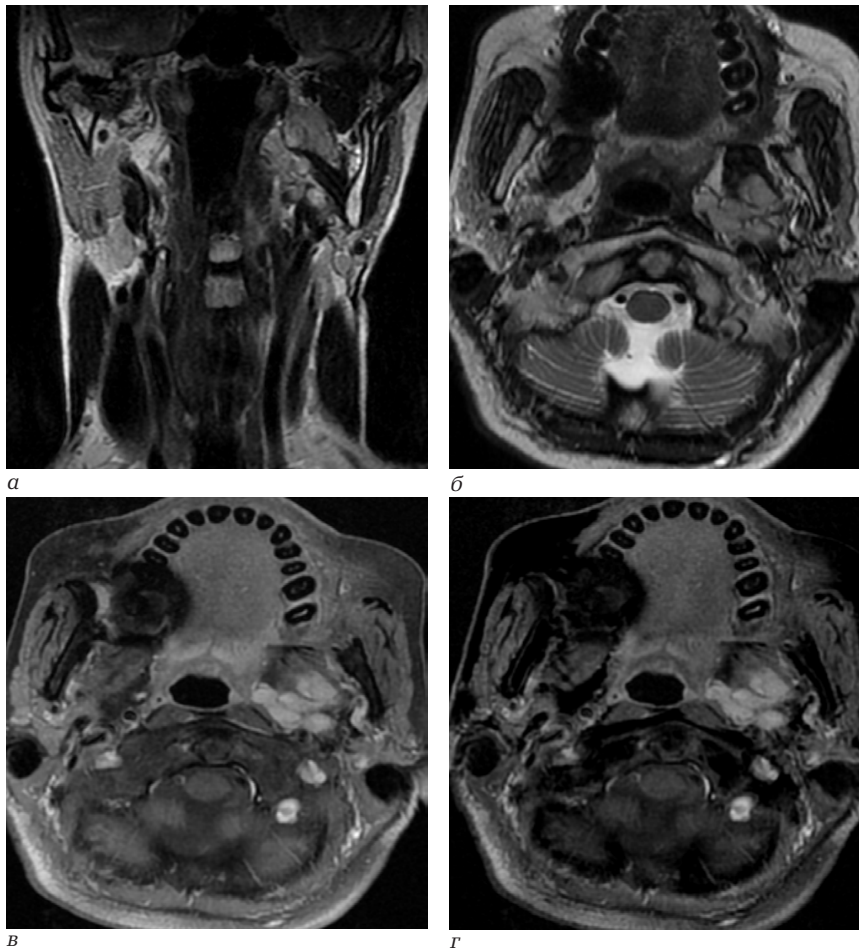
Пациентка Б., 69 лет. Магнитно-резонансная томография: *а* – корональная плоскость T2 ВИ; *б* – аксиальная плоскость T2 ВИ; *в* – аксиальная плоскость T1 ВИ с контрастным усилением; *г* – аксиальная плоскость T1 ВИ с контрастным усилением (методика субтракции – вычитания изображений)
